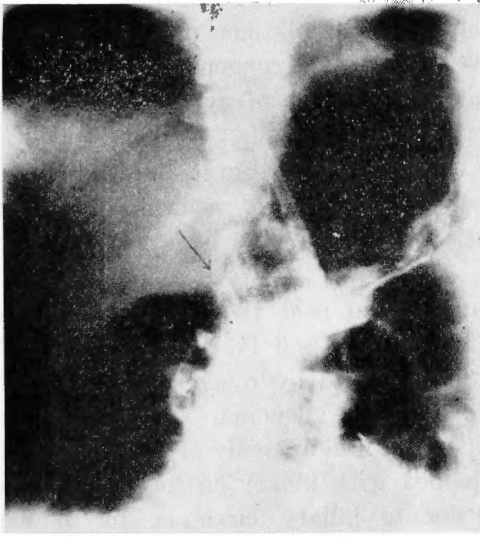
消化管内空気注入法の施行により現れた肝腫瘍のX線像。
